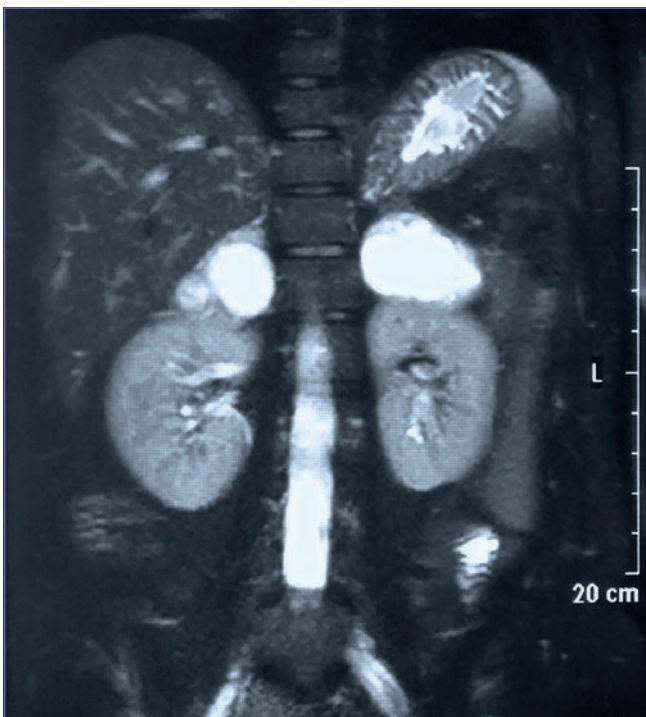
Resonancia magnética que evidencia la presencia de tumoraciones bilaterales suprarenales.
